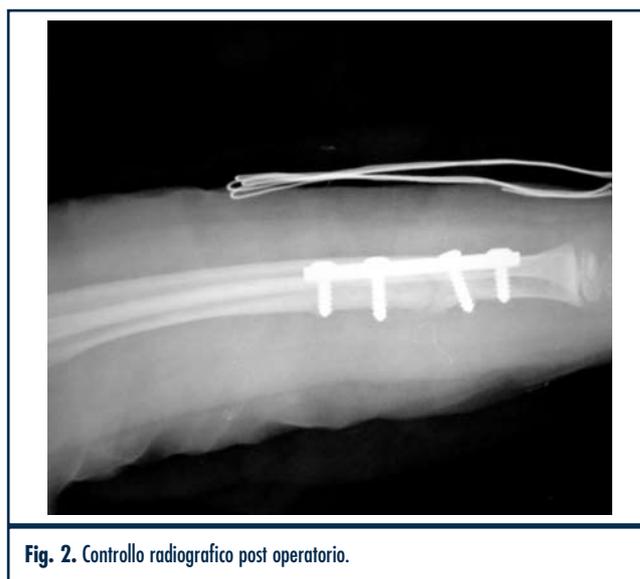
Controllo radiografico post operatorio.
